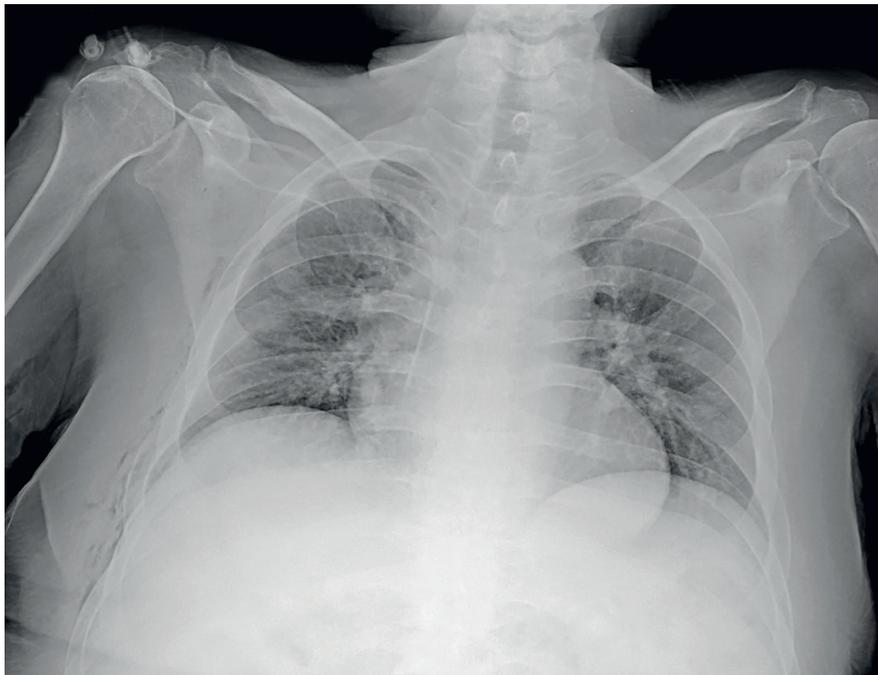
Radiografía de tórax obtenida 6 días posterior a la imagen inicial, evidenciando resolución completa de consolidaciones y neumotórax derecho.
